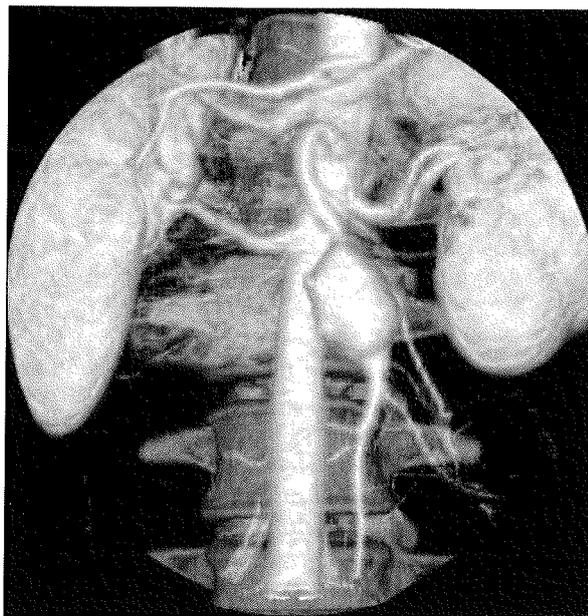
Angiotomografía diagnóstica.
